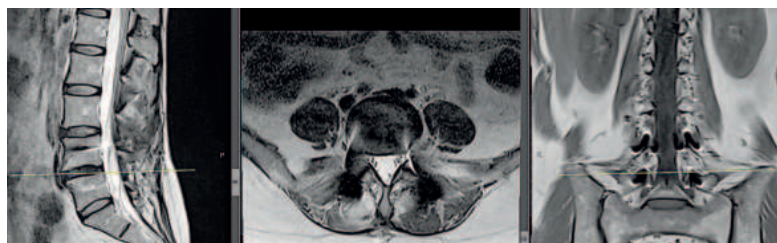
MRI 12 months after surgery, L4-L5 level.
